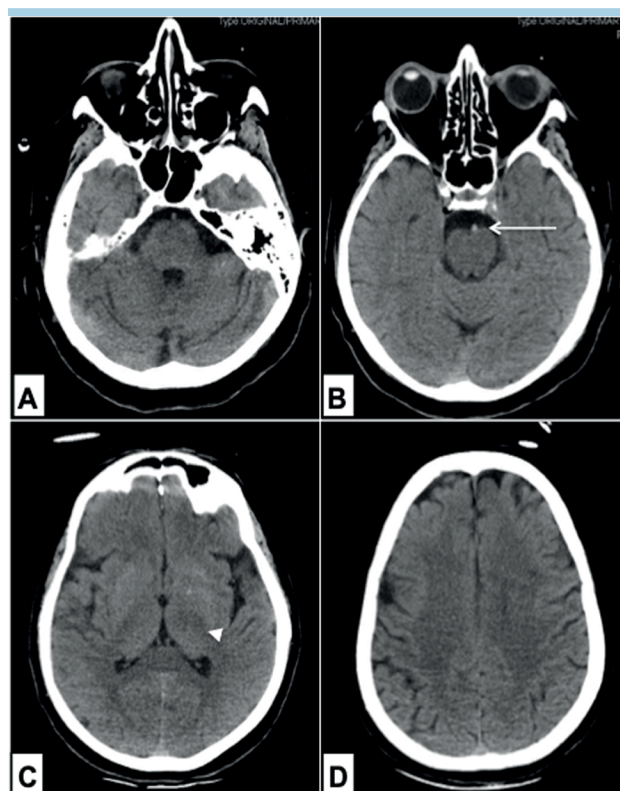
Caso 4. Paziente in coma. Alla tomografia computerizzata del cranio senza mezzo di contrasto si osserva un'iperdensità "dot-sign" nell'arteria basilare (freccia) dovuta alla presenza di un tromboembolo e una iniziale sfumata ipodensità in sede talamica sinistra (punta di freccia).
